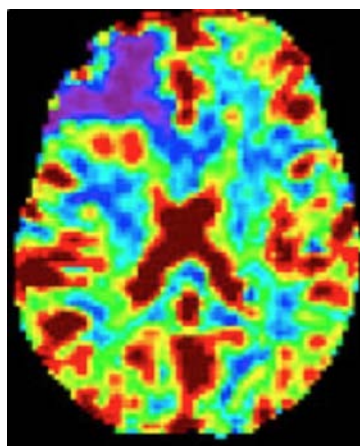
Coupe axiale d’une IRM de perfusion DSC d’un patient atteint de gliome diffus de bas grade. [40]
